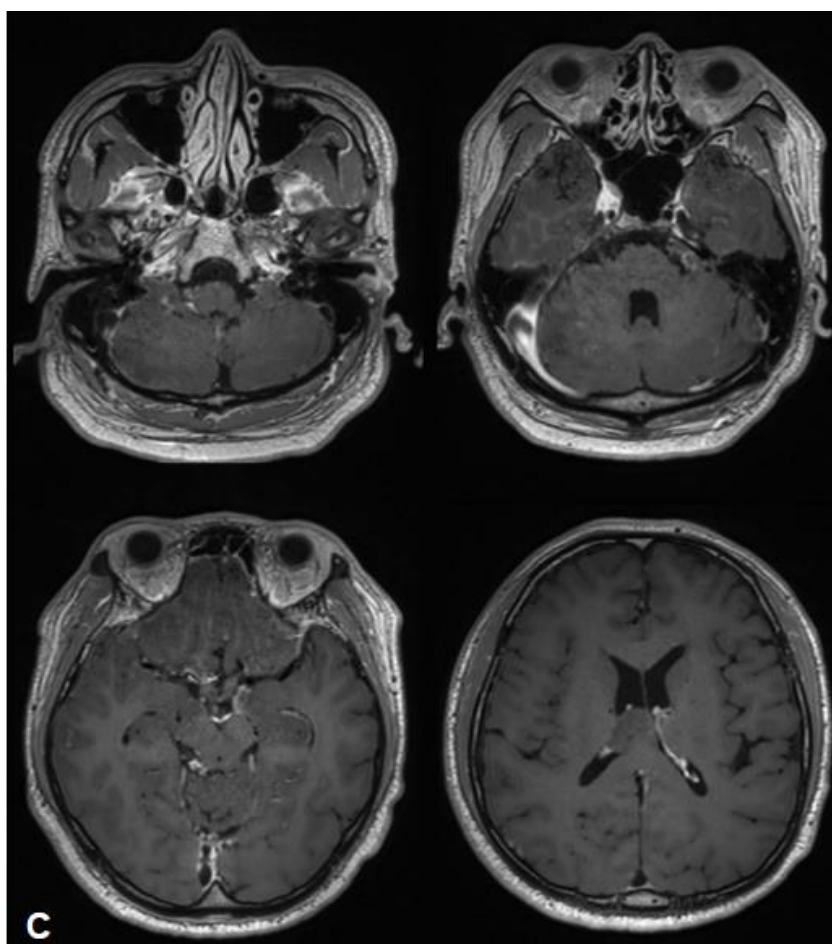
L'IRM cérébrale initiale (A : T2 axial, B : FLAIR axial, C : T1 axiale avec contraste au gadolinium) a révélé des lésions infiltratives leptoméningées diffuses le long des deux sillons cérébraux (lobe frontal, temporal et occipital), des deux sillons cingulaires, de la citerne basale, de la citerne suprasellaire, de l'angle ponto-cérébelleux, des folioles cérébelleuses, de la zone rétro-cérébelleuse, du 4e ventricule et du ventricule latéral droit. Un léger rehaussement a été observé sur l'IRM pondérée en T1 avec rehaussement au gadolinium. FLAIR
